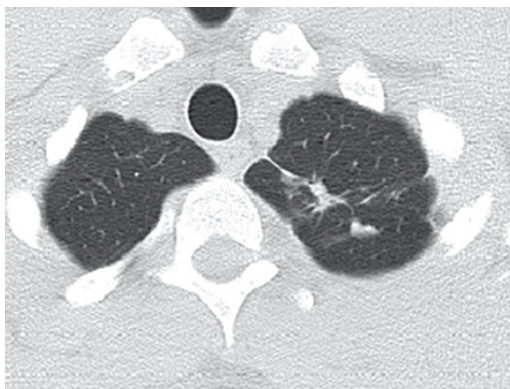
КТ легень через 6 місяців лікування (при завершенні основного курсу хіміотерапії)
